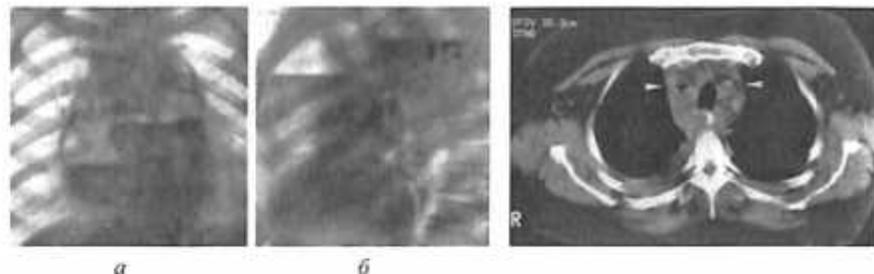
а, б. Рентгенограммы грудной клетки при медиастините.
